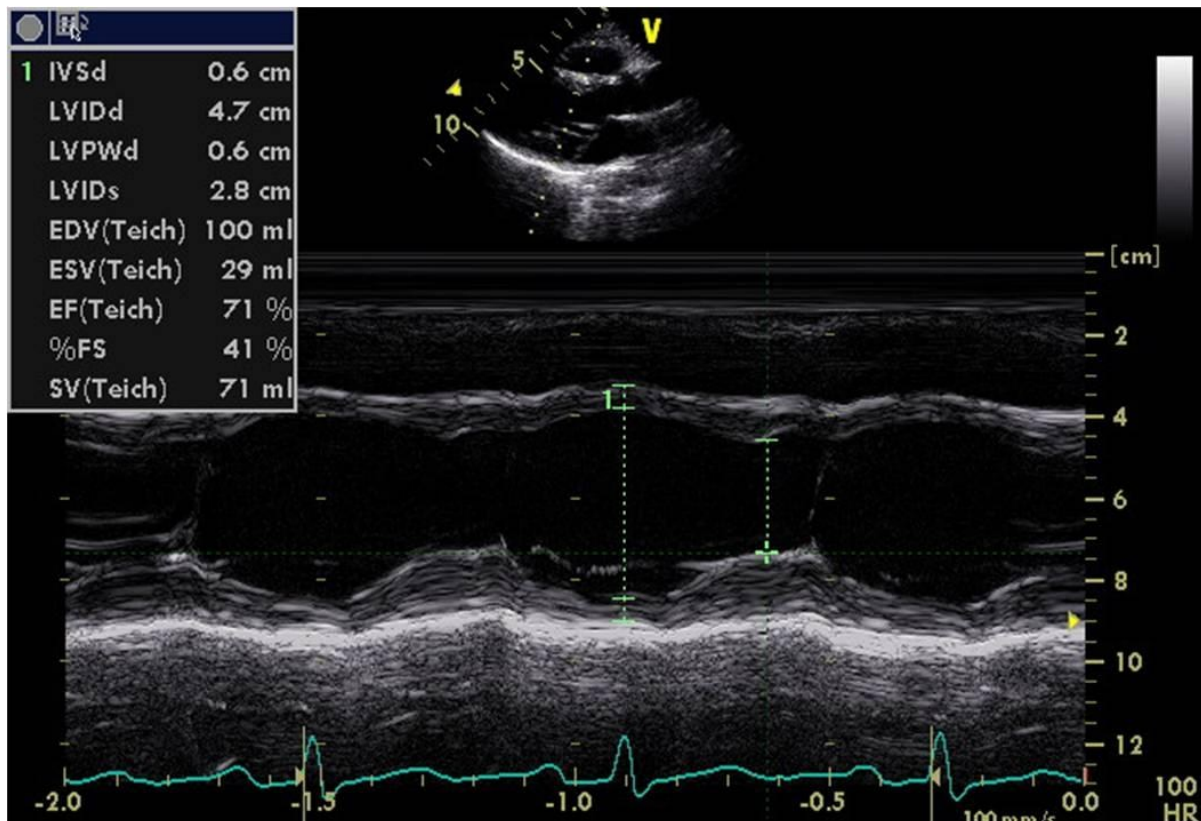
M-Mode-Echokardiographie: Messung des Bewegungsumfangs des linken Ventrikels. Der Cursor steht senkrecht auf das interventrikuläre Septum [14].
